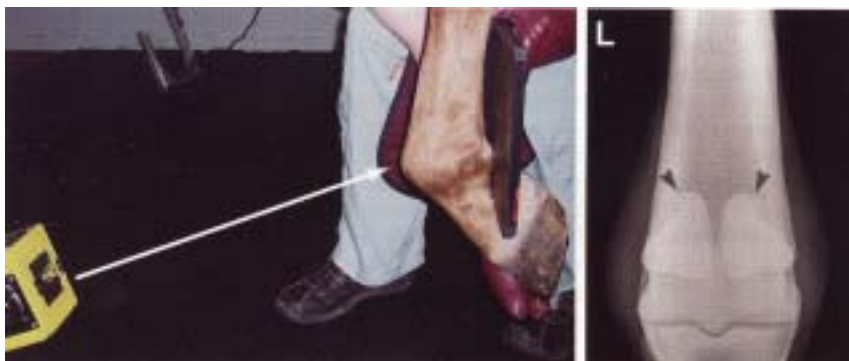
球節の屈曲背側35°遠位-掌側近位像のX線撮影位置です。この撮影法による通常のX線像を右に示しました。種子骨の位置は明らかです(矢印)。
